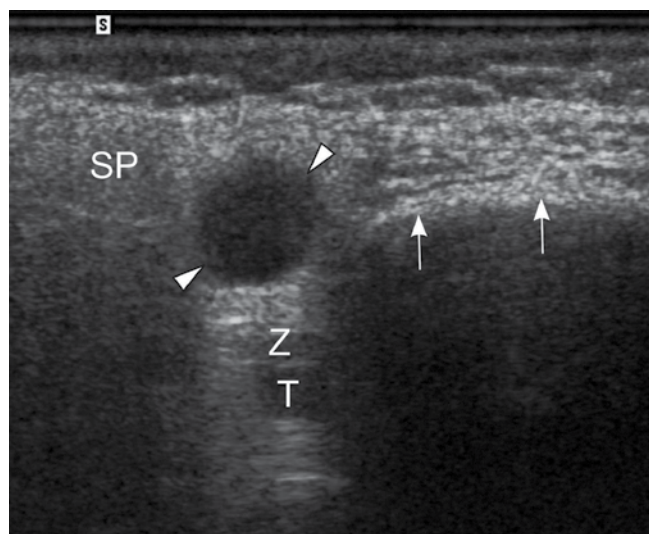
Oval, well-delineated, nearly anechoic focal lesion (arrow-heads) with posterior acoustic enhancement in the parotid gland (SP). Color Doppler showed no evidence of flow (the option is not visible in the picture). The image may suggest a simple cyst, when in fact it is pleomorphic adenoma. Arrows – anterior contours of the mandible; T – external carotid artery; Z – retromandibular vein
